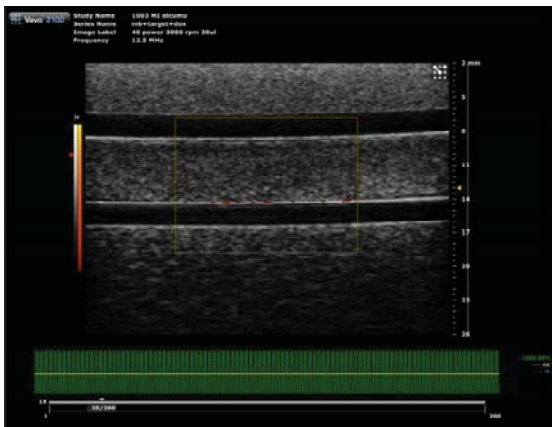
(a) 96 kuyucuklu plate'de ultrasonografik işlemin uygulanması, (b) kuyucuk içindeki mikroköpükçüklerin ultrason altında patlatılmadan önce ve (c) patlatıldıktan sonraki görüntüleri.
